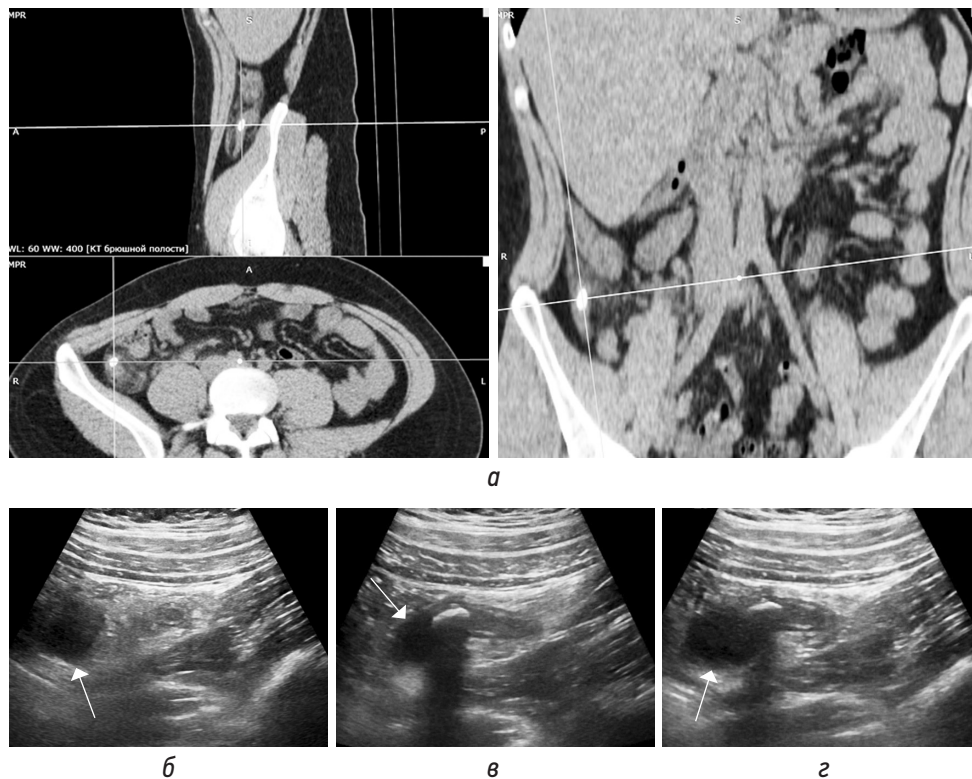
КТ-томограммы (а) в трех плоскостях на уровне аппендикса с наличием в нижней трети аппендиколита (на изображениях соответствует точке пересечения секущих линий) с обструкцией просвета и расширением просвета выше препятствия, с отеком периаппендикулярной жировой клетчатки. Сонограммы (б–з) в В-режиме демонстрируют аппендикулит, участки аппендикса без расширения просвета и мешковидное расширение выше препятствия (стрелка)
